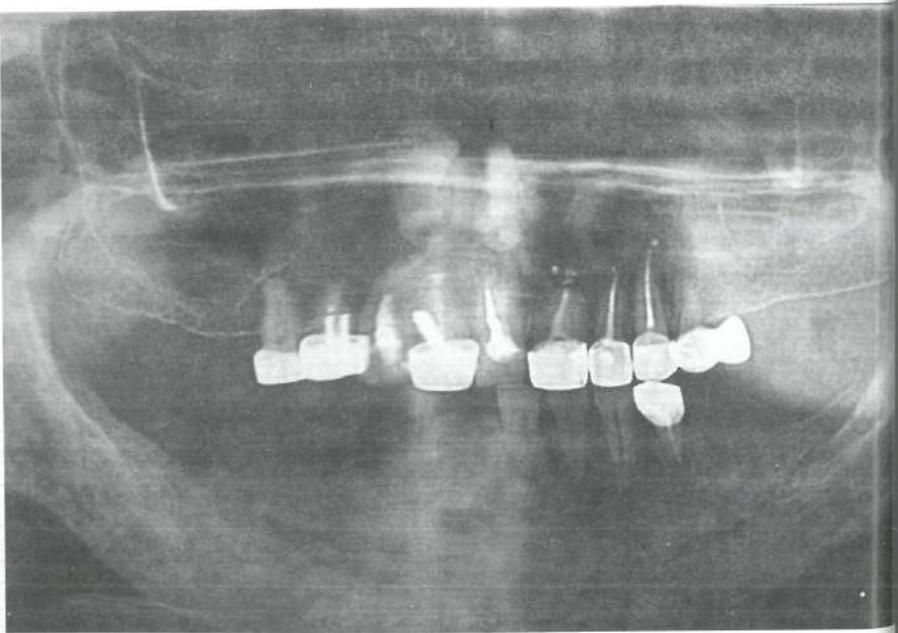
Ортопантомограмма пациента К..., 36 лет. Диагноз: хронический продуктивный остеомиелит нижней челюсти справа. Через 6 месяцев после хирургического этапа лечения.
